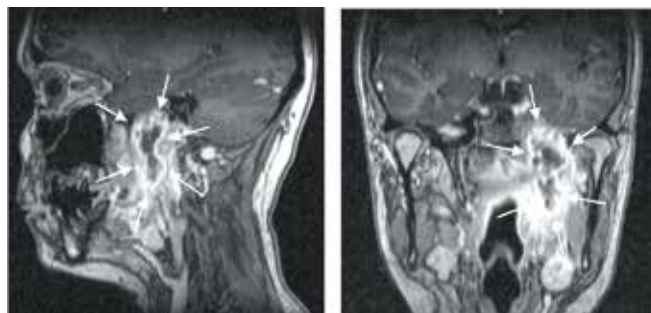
Contrast-enhanced magnetic resonance image of the nasopharynx dated December 2022. Tumor progression in the left part of the nasopharynx (tumor is indicated by arrows)
